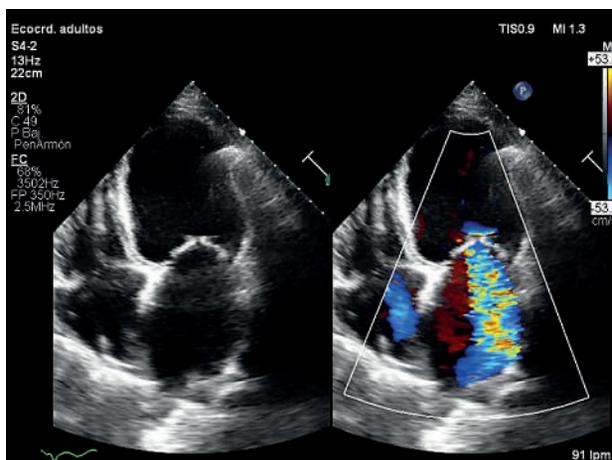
Ecocardiograma: dilatación ventricular izquierda en paciente con MCD (izquierda) con insuficiencia mitral asociada (derecha) por dilatación del anillo.
